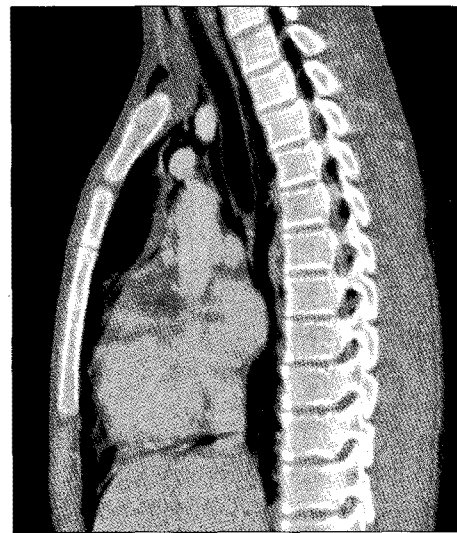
3-dimension computed tomography. Sagittal view shows extensive pneumomediastinum, subcutaneous emphysema, and well-separated intact mediastinal structures.
